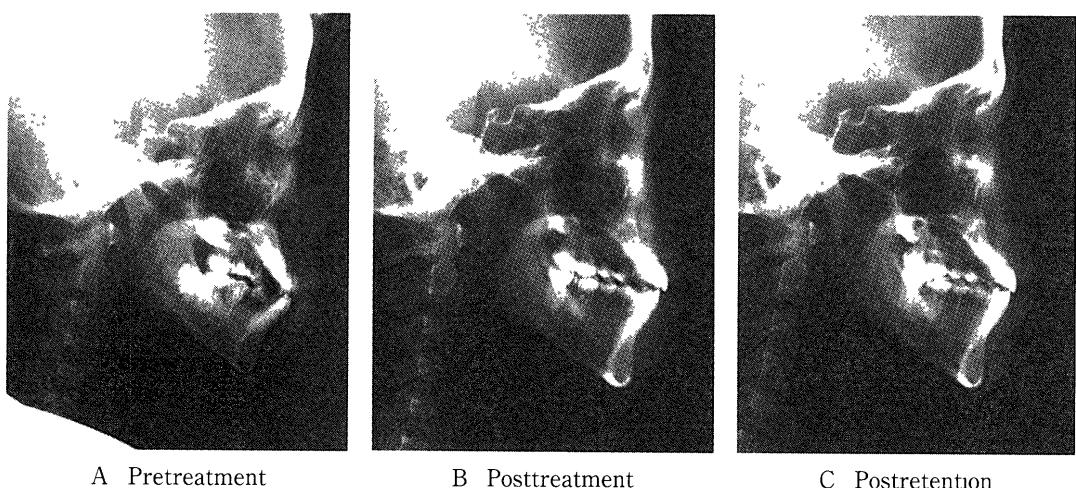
Radiographs of cephalometrics
